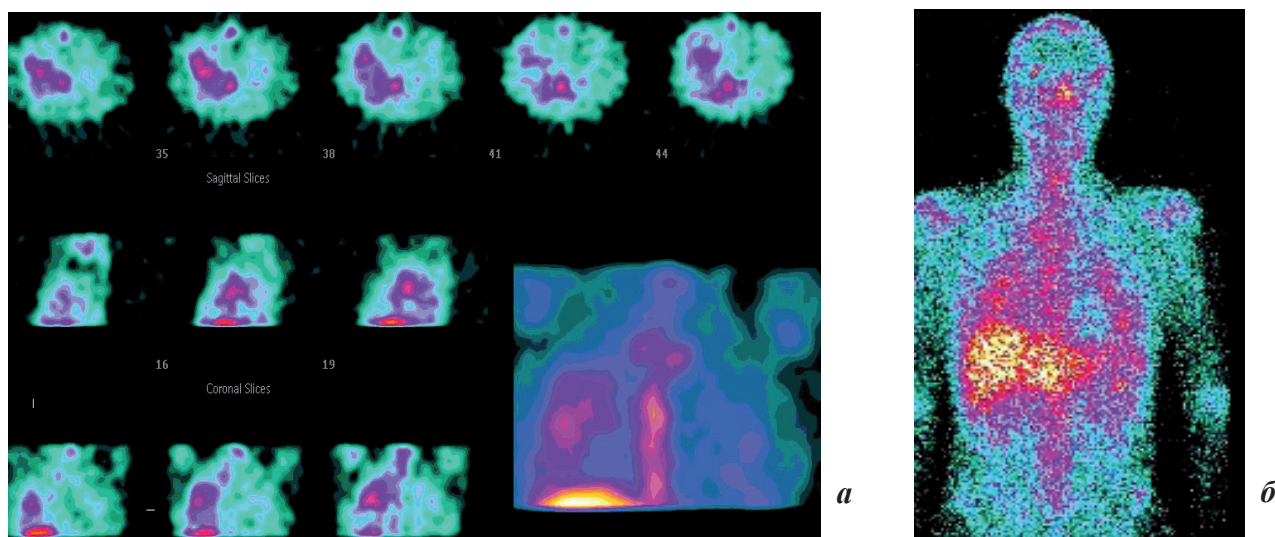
Сцинтиграфия с цитратом Ga-67.: *а* — ОФЭКТ органов грудной полости, визуальный анализ изображений по трем проекциям и трехмерного изображения; *б* — скан тела в передней проекции
